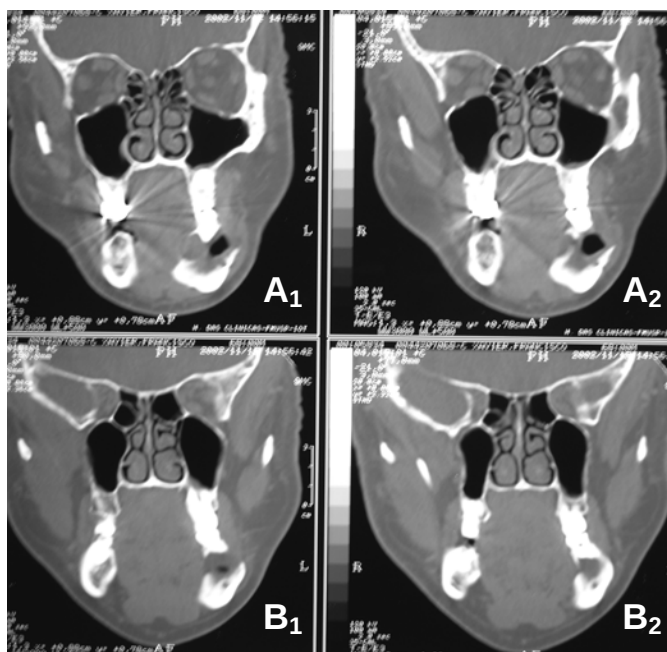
TC (corte coronal) após 11 meses de descompressão mostra consolidação da fratura patológica na base de mandíbula (A₁ e A₂) e preservação do canal mandibular com neoformação óssea ao seu redor (B₁ e B₂).
